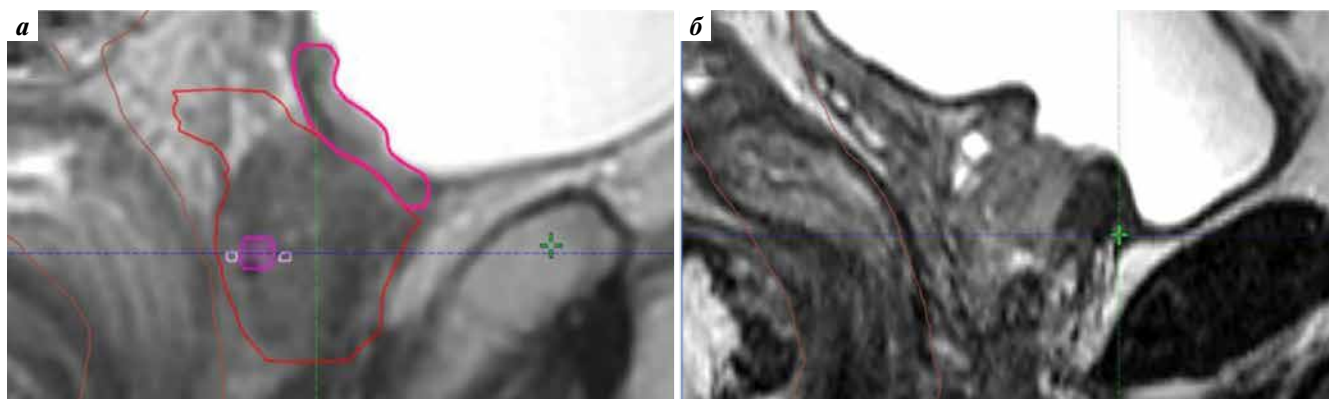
Планирование тригонумсберегающей лучевой терапии рака предстательной железы (топометрическая магнитно-резонансная томография, T2-взвешенные изображения): а — благоприятный анатомический вариант шейки мочевого пузыря (выделена малиновым цветом); б — выраженная средняя доля предстательной железы, деформирующая шейку мочевого пузыря
